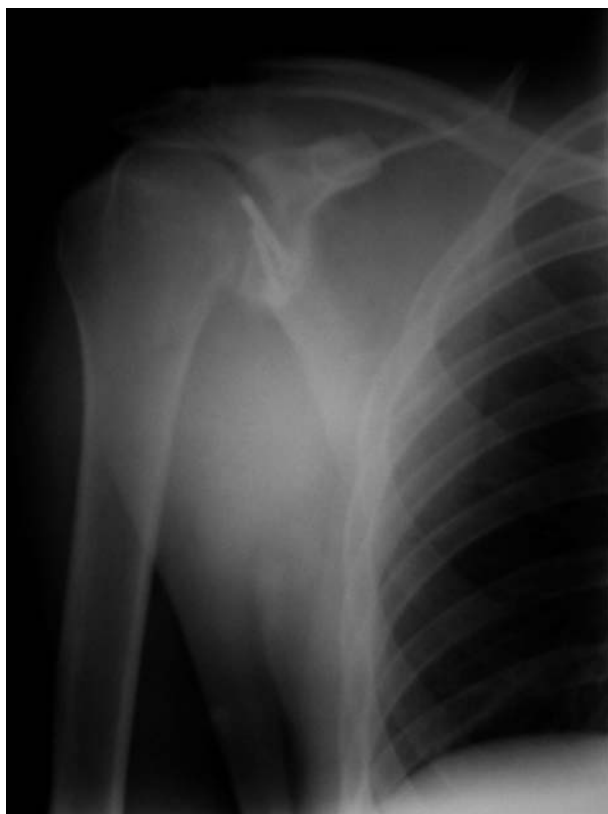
Рентгенография в прямой проекции пациента М. после операции через 3 месяца (основная группа).
